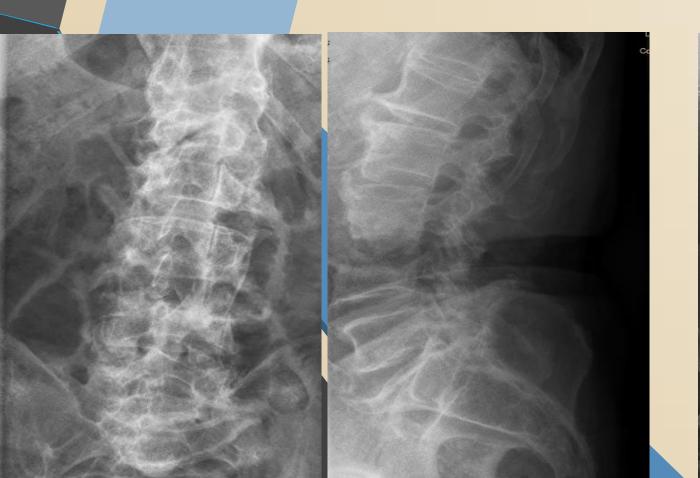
Radiografia AP y L de columna lumbar. Desestructuración platillo vertebral inferior de L3 y superior de L4
